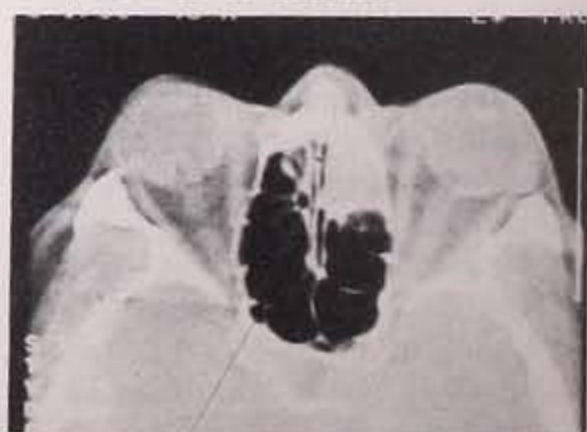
Tomografía computarizada con contraste endovenoso. Corte coronal.
